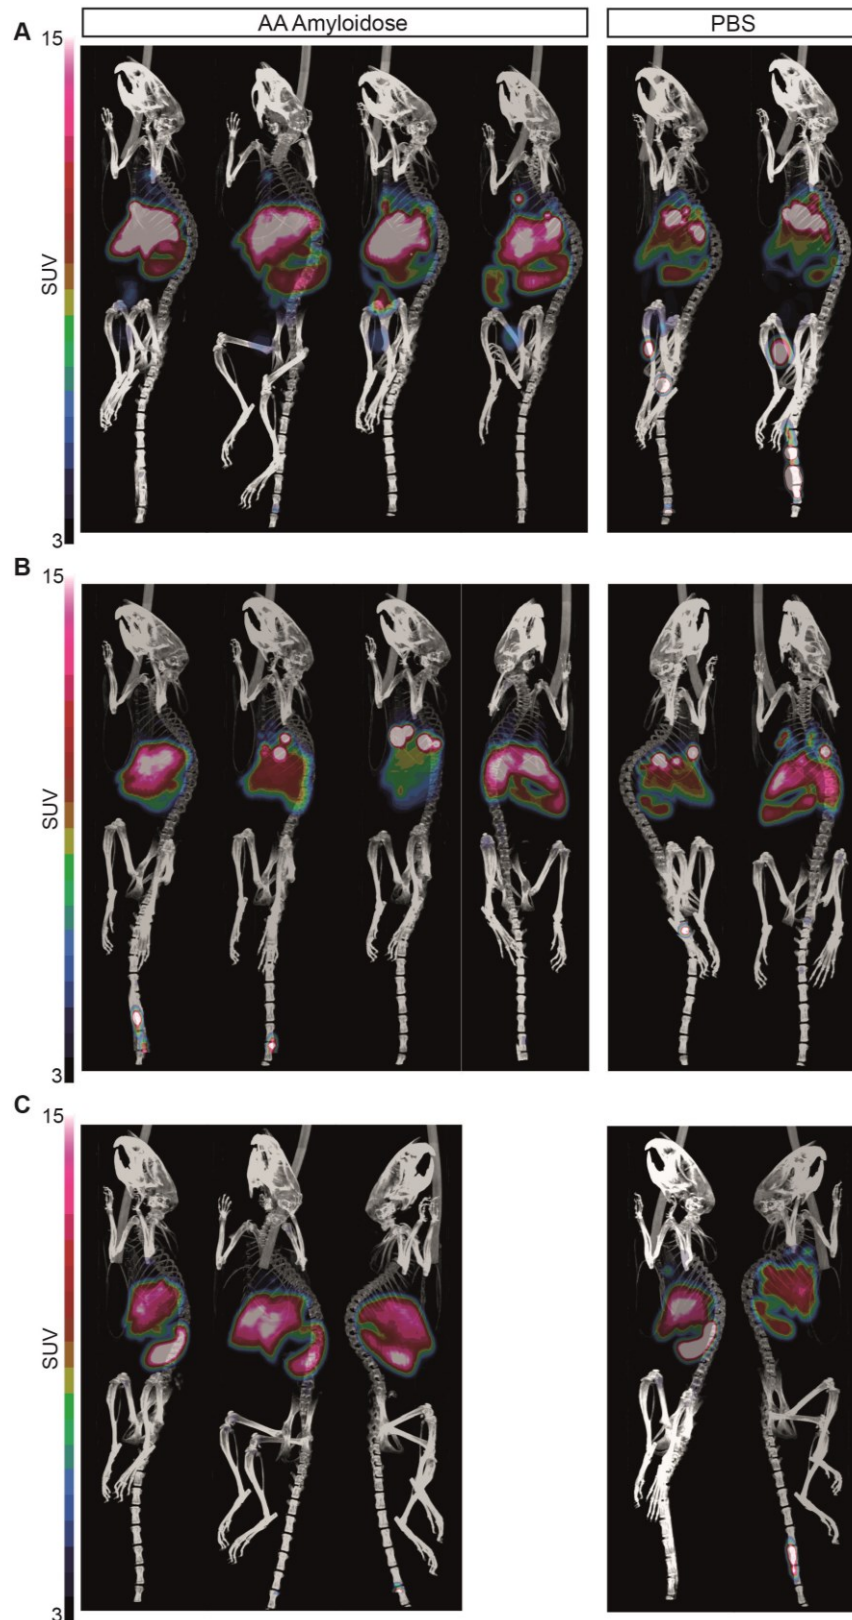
Vergleichende Bildgebung einer AA-Amyloidose über einen Zeitraum von 48 Stunden. Dazu wurden drei bis vier mit Amyloidose-belastete Tiere zwei (A), 24 (B) und 48 Stunden (C) nach Injektion des radiomarkierten B10B10 mittels PET/CT untersucht. Zur Kontrolle wurden zu jedem Zeitpunkt zwei gesunde PBS-Tiere untersucht, die ebenfalls den B10B10-Antikörper injiziert bekamen.
